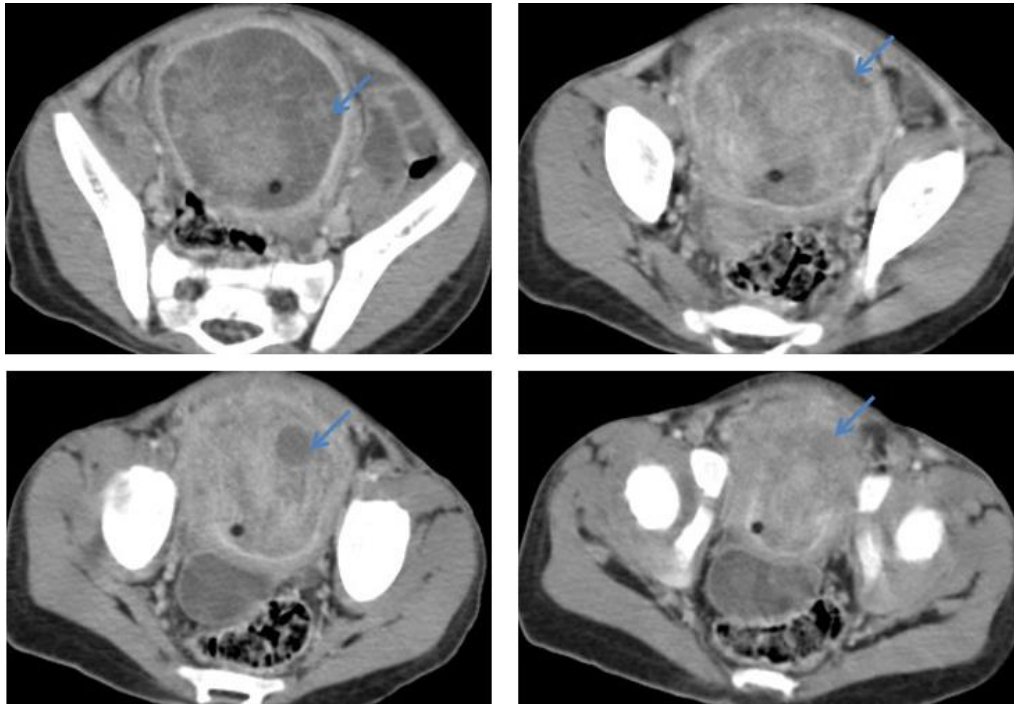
TDM abdominale en coupes axiales après injection de PDC:
